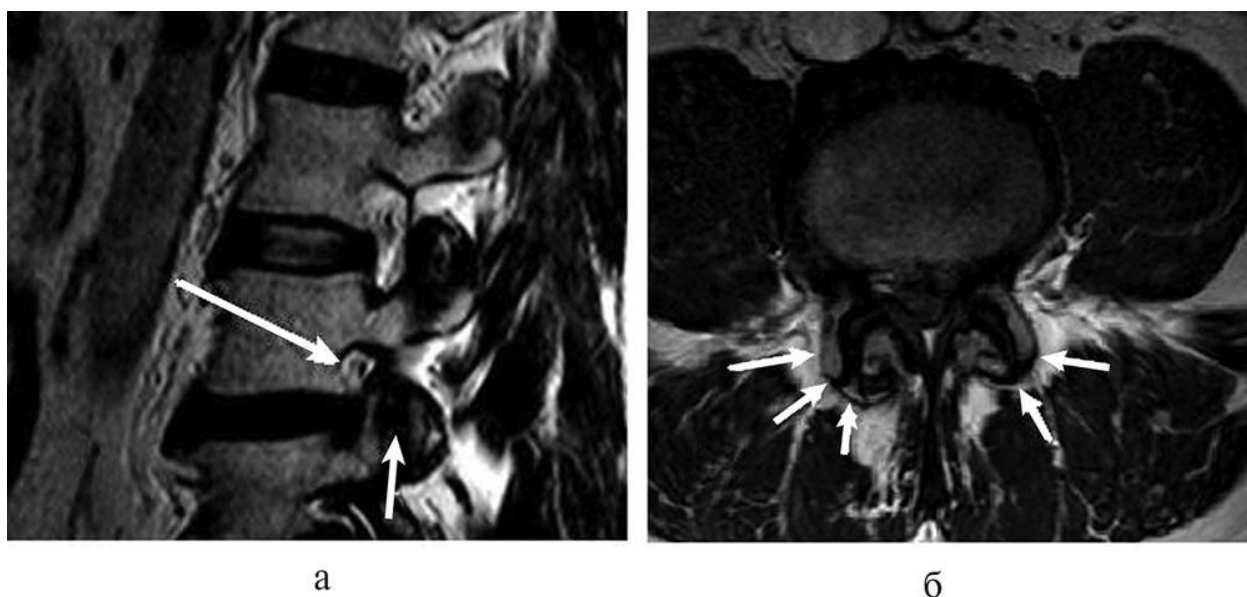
МСКТ поясничного отдела позвоночника; формирование стеноза позвоночного канала в результате спондилоартроза и гипертрофии дугоотростчатых суставов. а — сагиттальная проекция гипертрофированного сустава (маленькая стрелка), стеноз фораминального отверстия (большая стрелка); б — аксиальная проекция гипертрофированных дугоотростчатых суставов (стрелки).
